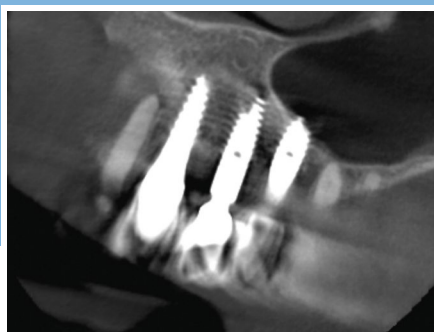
Immagine CBCT sezione piano sagittale a 6 mesi dall'intervento dove, rispetto alla precedente, si può notare neoformazione ossea negli spazi interimplantari.
